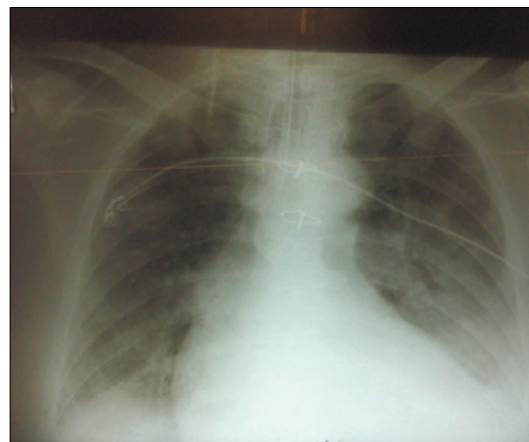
Рентгенограма органів грудної порожнини через 72 години
